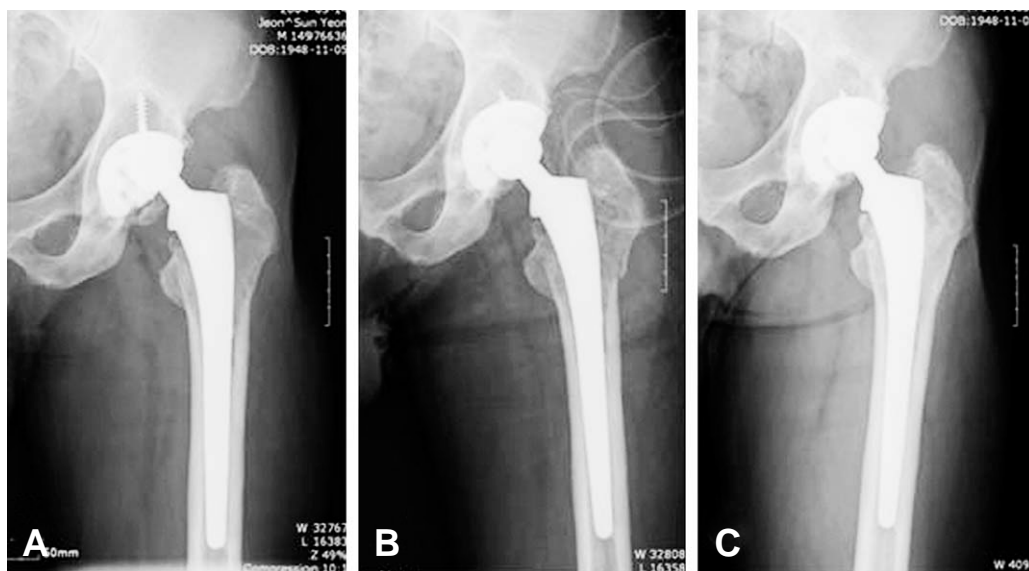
60-year old male patient (A) Preoperative radiograph, 12.7 years after total hip arthroplasty shows eccentric migration of femoral head and liner had worn. The osteolytic lesion was seen around screw hole. The position of cup seems to be tolerable. (B) Postoperative radiograph shows that revision was performed using cementation of polyethylene liner. (C) Postoperative 3 years radiograph shows well performing revisional arthroplasty such as well preserved position of acetabular cup and liner, and no evidence of loosening or osteolysis.
